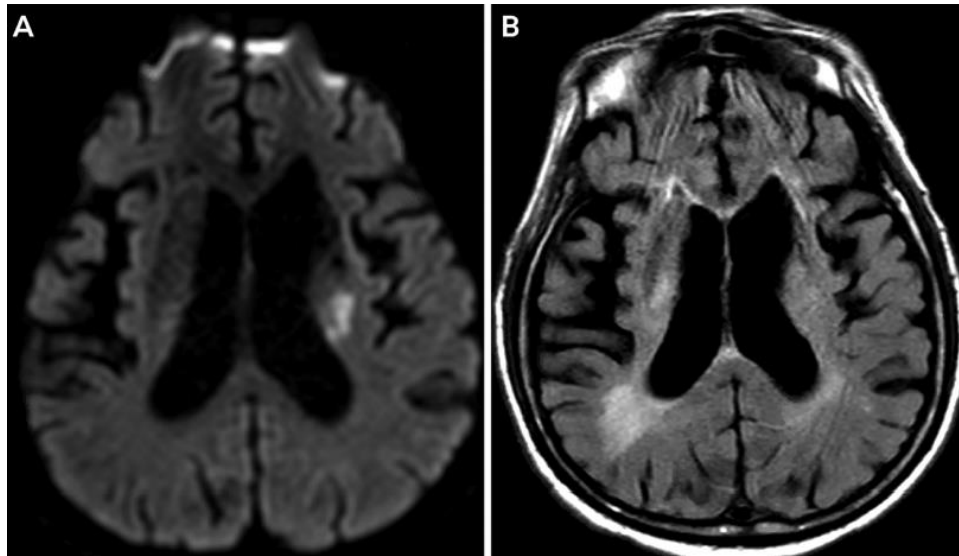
Desacople DWI-FLAIR. Las imágenes de resonancia magnética axial muestran una pequeña área de difusión restringida en la corona radiada izquierda (A) sin una anomalía asociada en FLAIR (B). Tomada de (1).
